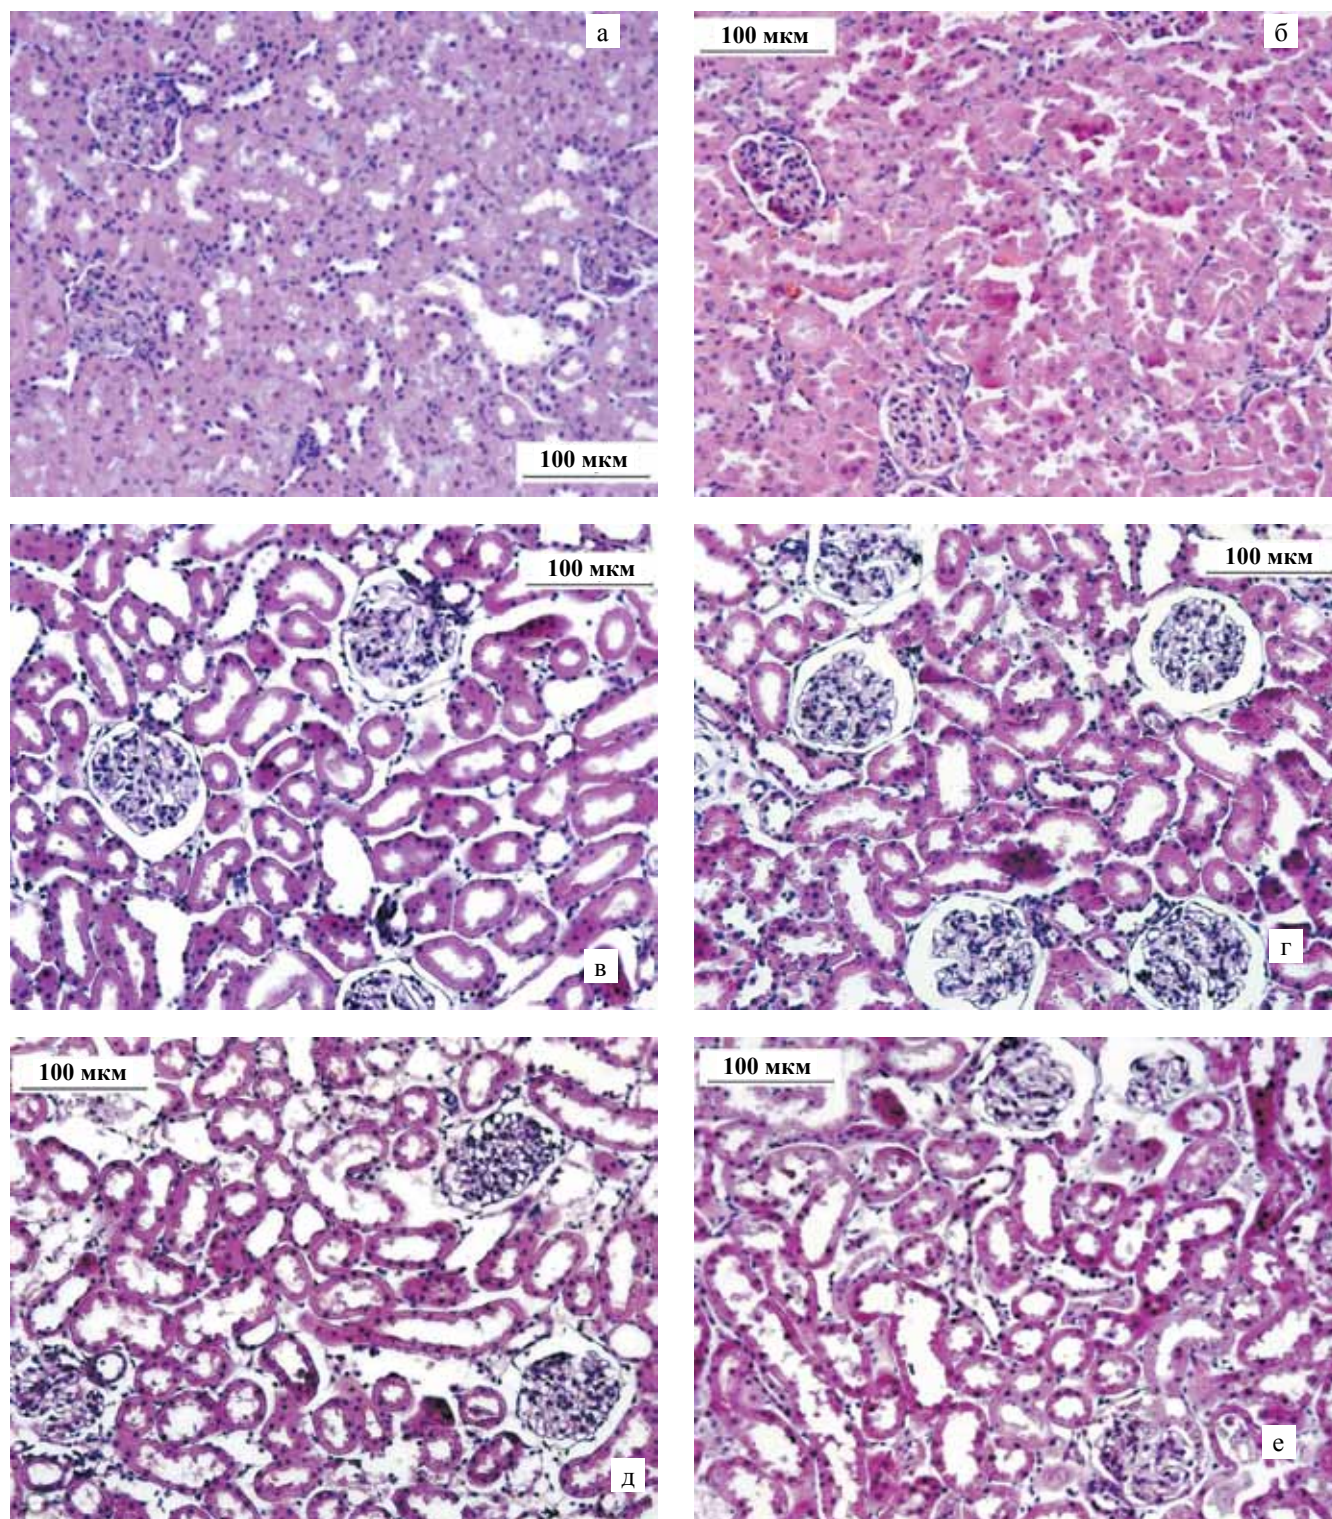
Морфология ренальной ткани: а – почки intactных животных; б – почки, без перфузии, ишемия 90 минут; в – группа 3 (ишемия 5 минут / перфузия 50 минут, без Prx6); г – группа 4 (ишемия 5 минут / перфузия 50 минут, + Prx6); д – группа 7 (ишемия 20 минут / перфузия 50 минут, без Prx6); е – группа 8 (ишемия 20 минут / перфузия 50 минут, + Prx6). Эозин-гематоксилин, $\times 200$
